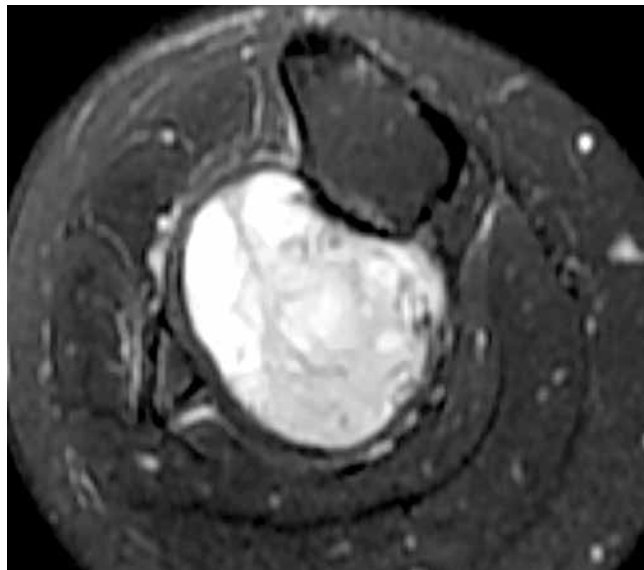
Фосфатурическая мезенхимальная опухоль голени. Отек кортикальной пластинки, прилежащей к опухоли. Магнитно-резонансная томография, T2/FS-взвешенные изображения, аксиальная проекция
